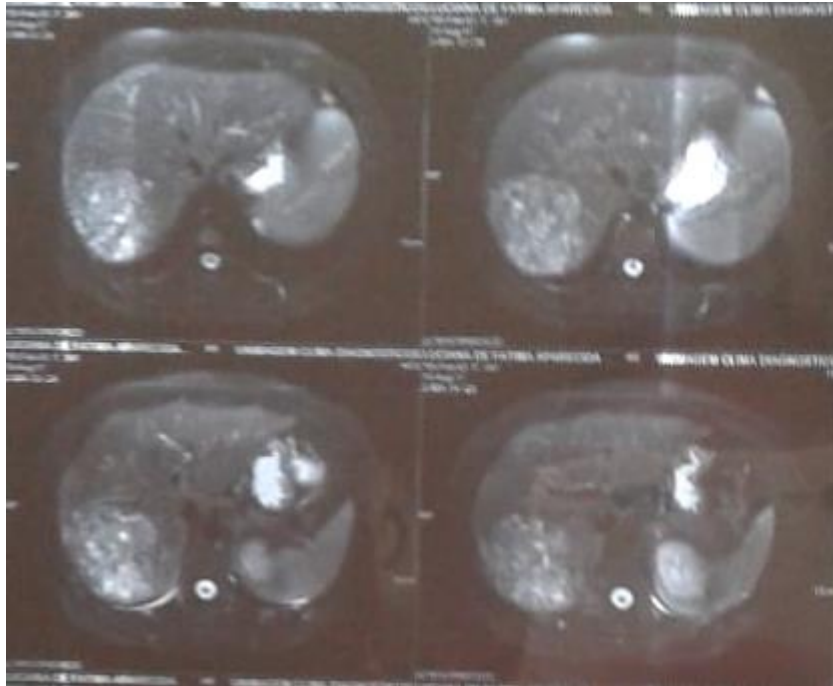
Massa arredondada em segmentos VI e VII do fígado, demonstrada pela RM de abdome superior.
